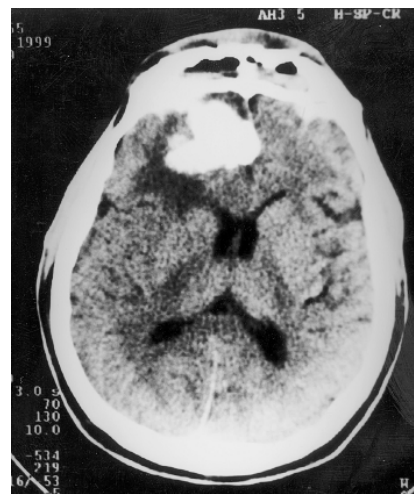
TC demonstrando osteoma frontal direito, com invasão intracraniana.
